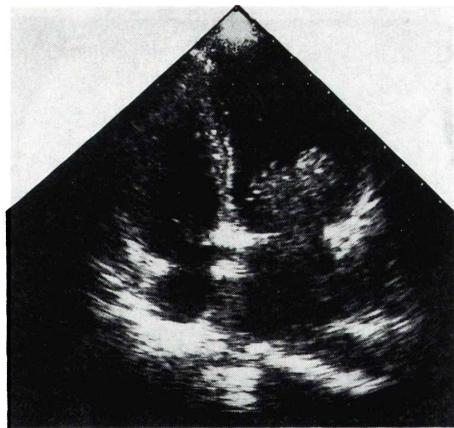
Left atrial tumor penetrates to the left ventricle also in 4-chamber view by 2-D echocardiography.
